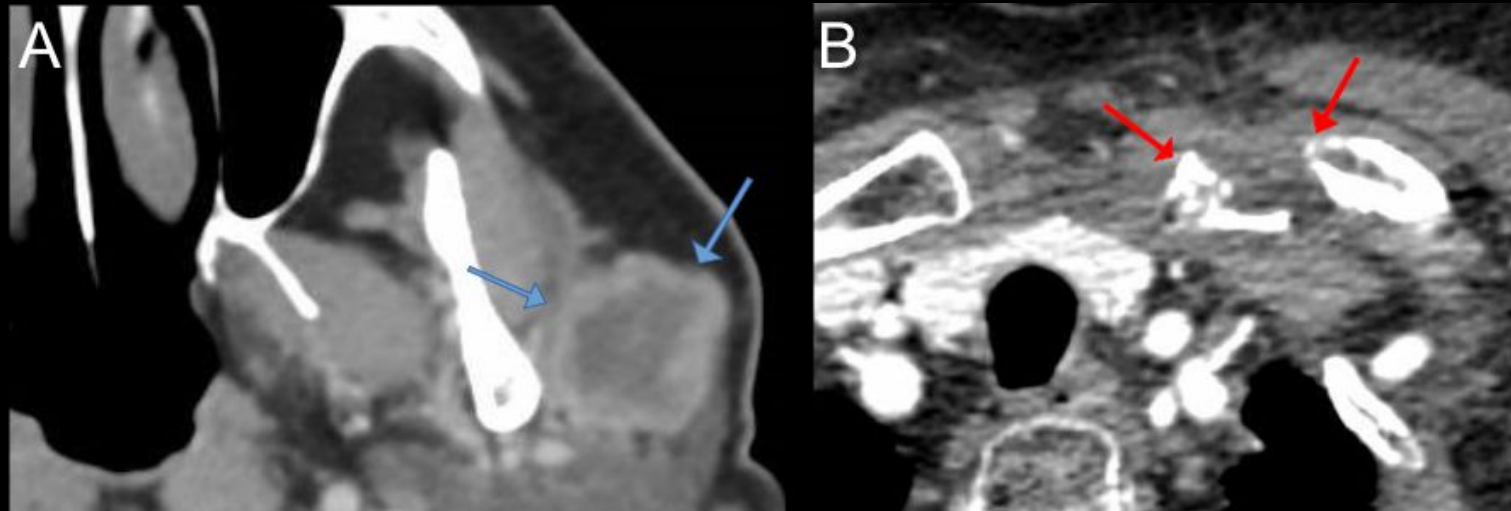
Imágenes de TC axial con contraste de cuello (A) y tórax (B) en un paciente con un carcinoma escamocelular del cuero cabelludo. (A) Lesión mal definida en glándula parótida izquierda, sugestiva de metástasis ganglionar con signos de extensión extraganglionar (flechas azules - A). Fractura patológica de la clavícula secundaria a metástasis ósea (flechas rojas - B). Esto se consideraría estadio IVB debido a la presencia de metástasis a distancia según TNM-9.
